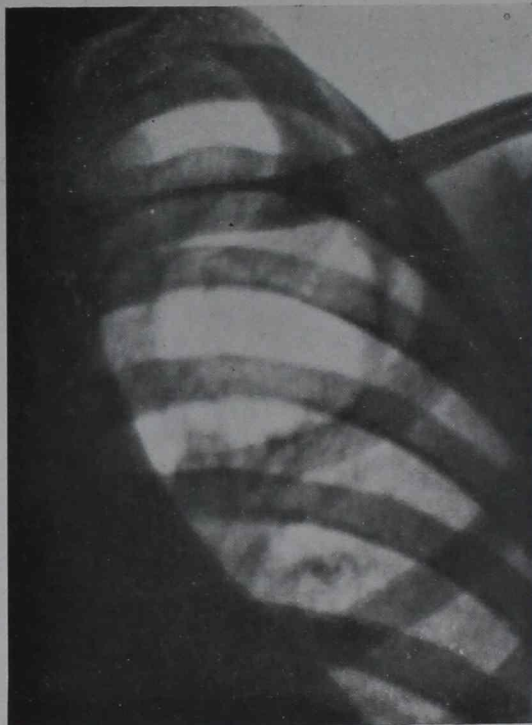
broncografía contrastada: Se instila el lipiodol bajo control radioscópico, y al comprobar que el mismo por razones de gravedad, se dirige a los bronquios inferiores, se continúa la instilación en decúbito lateral izquierdo en Trendelenburg forzado. Se practica la radiografía ántero posterior en posición de pie.
